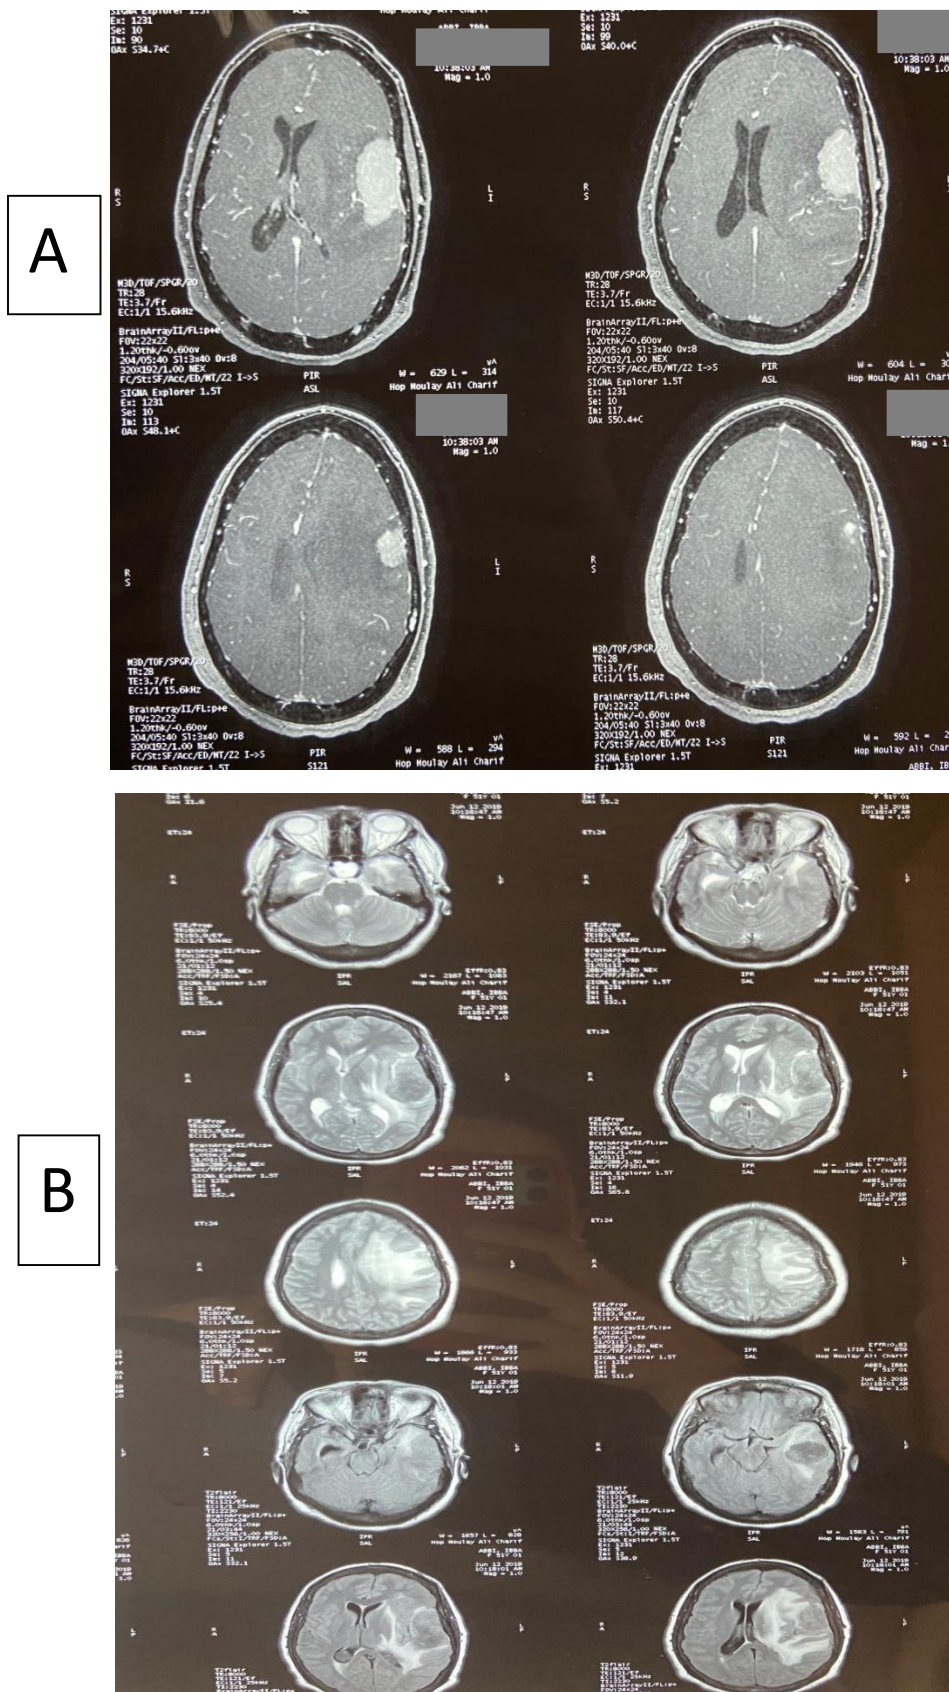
IRM cérébrale en coupe axiale en séquence T1 injectée (A) et T2/ Flair (B) montrant un méningiome fronto-pariétal gauche avec œdème périlésionnel.
